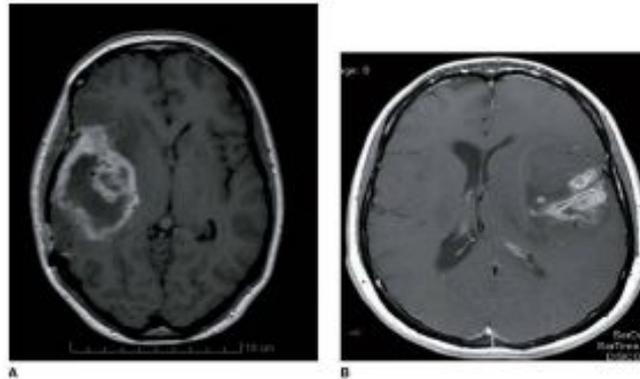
RM del escánelo en corte axial T₁ con gadolinio. Captación irregular de gadolinio con zona de necrosis central en una mujer con glioblastoma temporal derecho (A) y en un hombre con glioblastoma en el hemisferio izquierdo (B). (Por cortesía del Dr. Derlagueronencia.)
